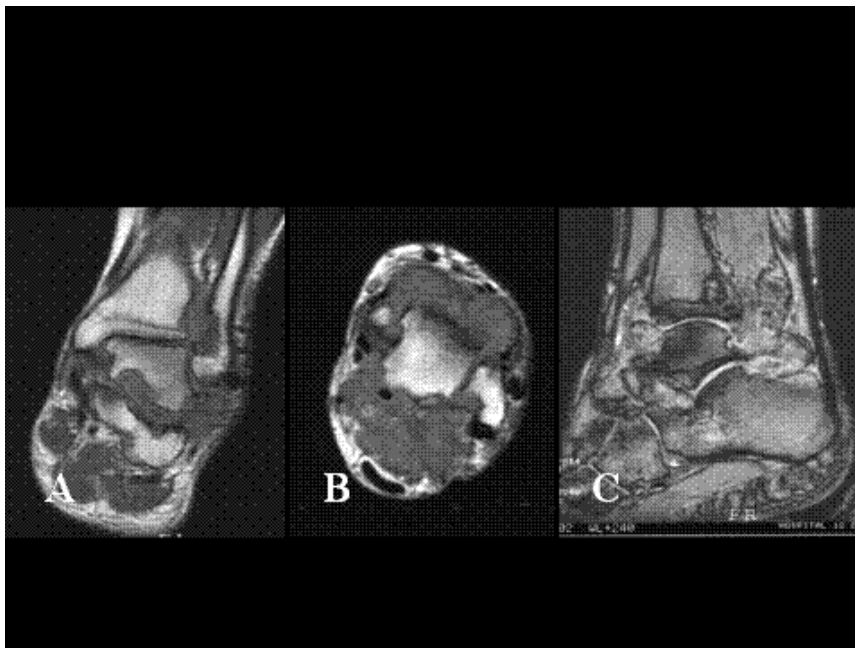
Radiología de la sinovitis villonodular invasiva con erosión ósea. RM de tobillo. A) cortecoronal y B) corte axial en secuencias potenciadas en T1; C) corte sagital Eco de gradiente potenciado en T2. Se observa ocupación de los recesos articulares de la articulación tibio-peronea-astragalina y del seno del tarso por masas de aspecto polilobulado, que producen erosión de los huesos contiguos. Estas masas son hipointensas en secuencias potenciadas T1 y heterogéneas en T2, en donde se aprecian focos hipointensos relacionados con la presencia de hemosiderina.
